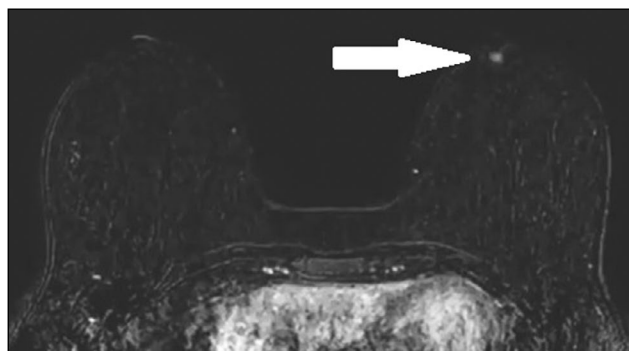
Магнитно-резонансная томография (субтракция): ретроареолярное образование, накапливающее контрастный препарат (инвертированный сосок, стрелка).
